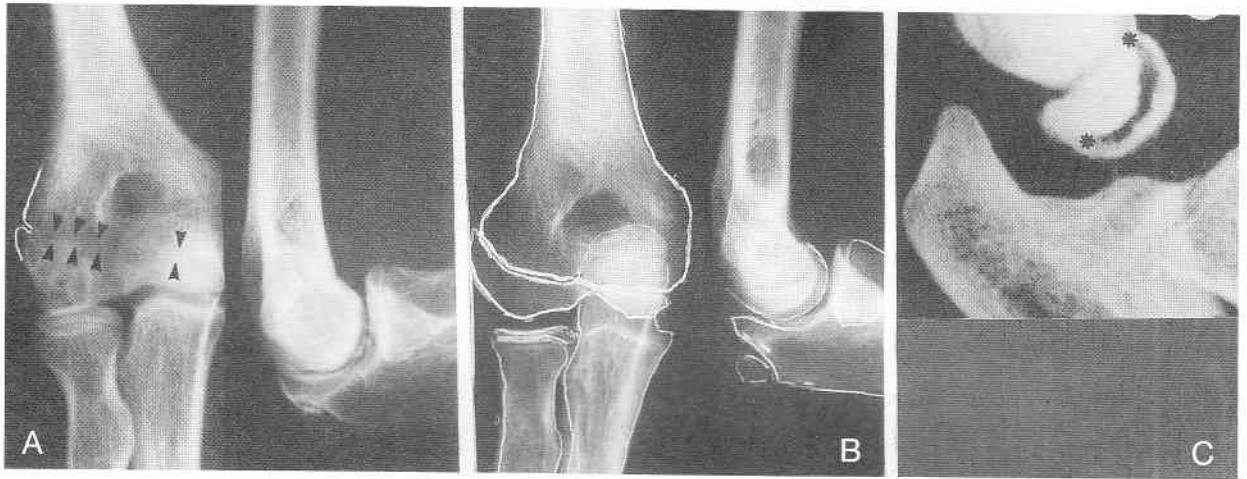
A.B.C. - (A) Codo enfermo. Ha desaparecido todo el cartilago de crecimiento (flechas). Sólo se insinúa en el lado externo. El capitellum exhibe alteraciones estructurales bien definidas. En la periferia de la parte central se observa radiolucidez. En el centro un moteado, alternando pequeñas zonas claras con otras radio-opacas. (B) Codo sano. Obsérvense las diferencias. (C) Radiografía tomada de uno de los tres casos comunicados por Laurent. Elocuentemente se aprecia en el perfil la segunda etapa de evolución de la OC del codo: fractura subcondral y necrosis de todo el núcleo epifisario. La lámina ósea que acompaña al cartilago articular está integrada por células vivas que se nutren por inhibición del líquido sinovial (asteriscos).
